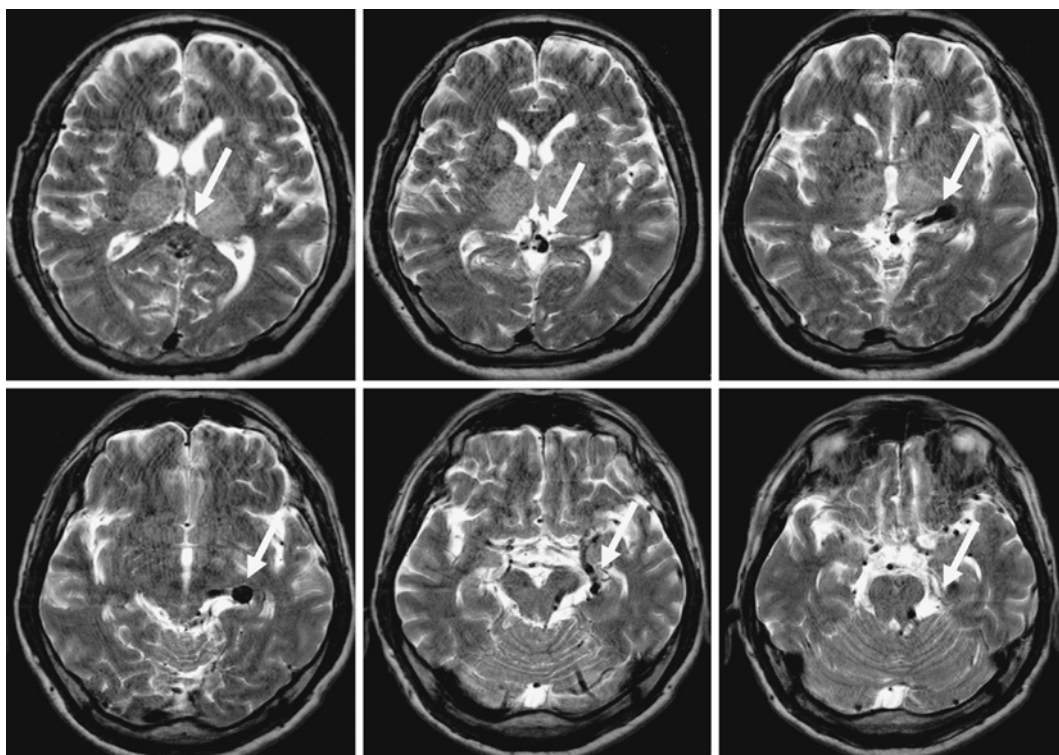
Pre-treatment T₂-weighted MRI. T₂-weighted MRI reveals abnormal flow void that represents the enlarged veins (arrows).
